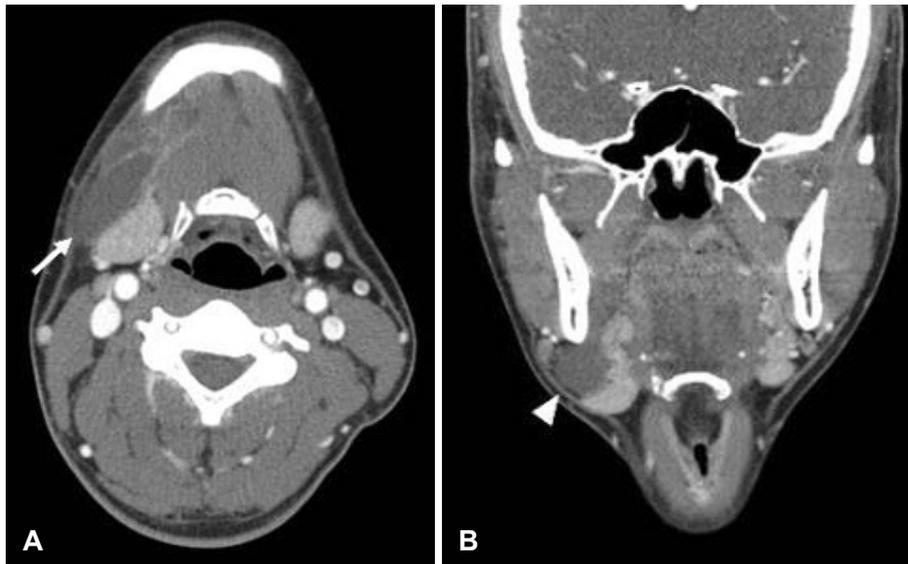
CT at first visit A: Axial CT shows about 55×18 mm multilocular cystic lesion in right submandibular space (arrow). B: Coronal CT shows cystic lesion in right submandibular space (arrowhead).
